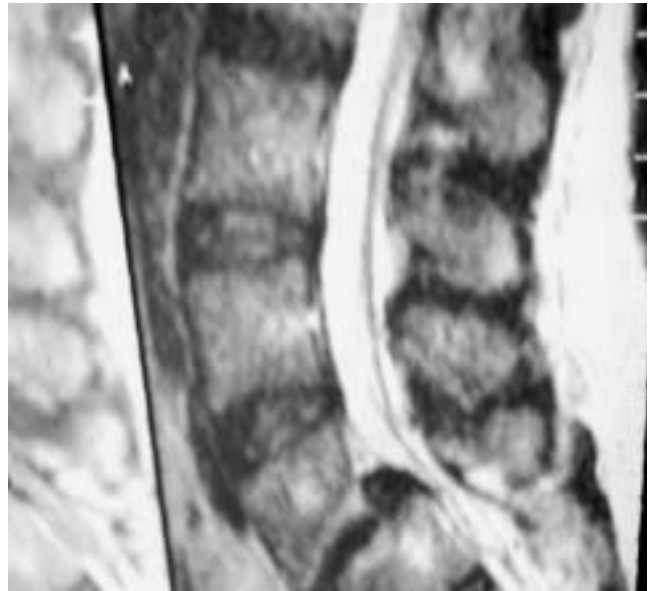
IRM mostrando la espondilolistesis L_5S_1 y la compresión de las raíces nerviosas.
